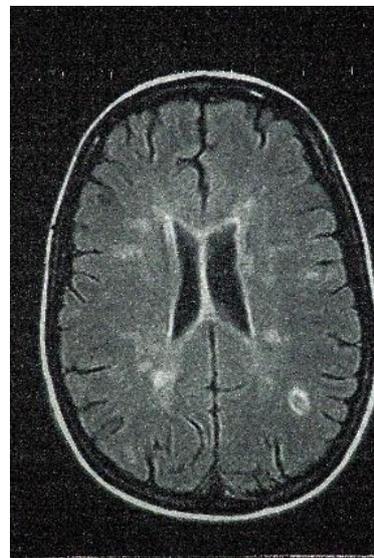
Ejemplo de imagen típica tomada por RMN del cerebro de un paciente con esclerosis múltiple.
